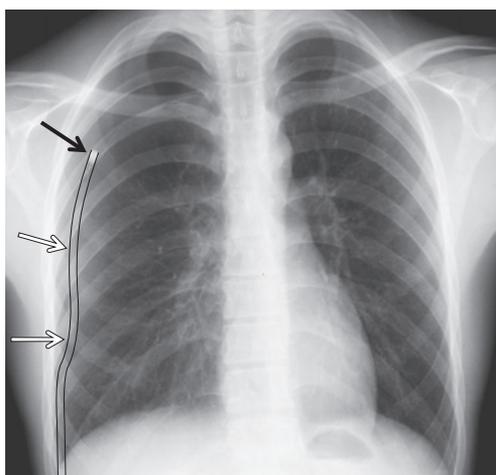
A Chest roentgenogram obtained on the 2nd day of hospitalization shows excellent lung expansion, with the chest tube located on the outer side of the thorax (arrows).
